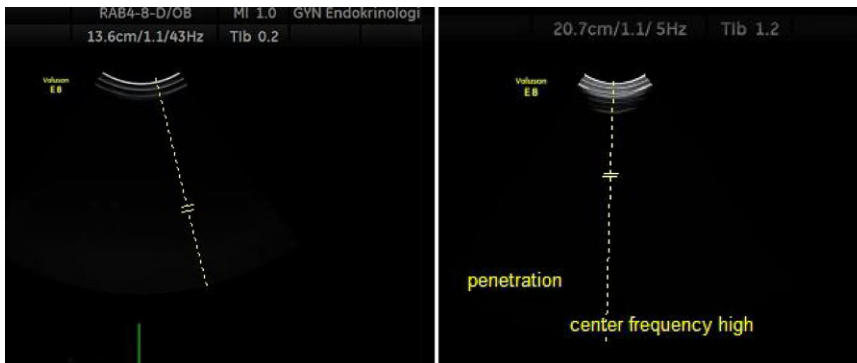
▲ Doppler im Ersttrimester-Preset dieses Geräts hat einen Ti von 0,2; schaltet man im selben Gerät auf den Penetration-Preset und „center frequency high“, springt der Ti auf 1,2. Während man mit einem Ti von 0,2 eine Stunde schallen kann, halbiert sich bei Ti 1,2 die erlaubte Zeit der Beschallung
